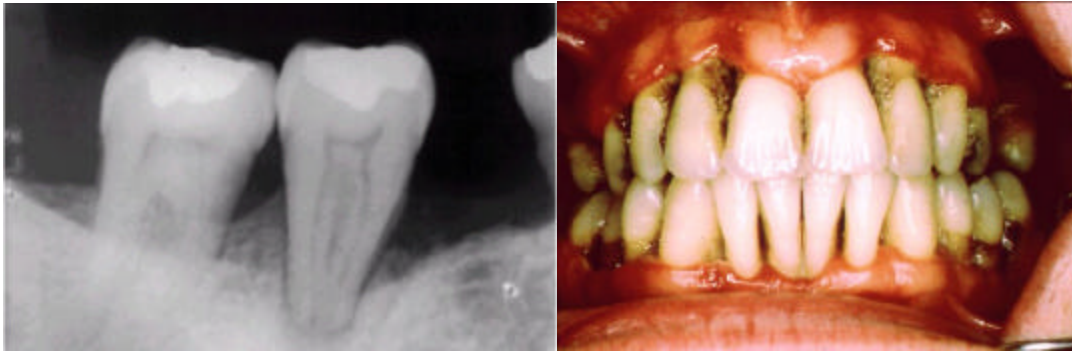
10 Aspecto radiografico y clinico de periodontitis avanzada
